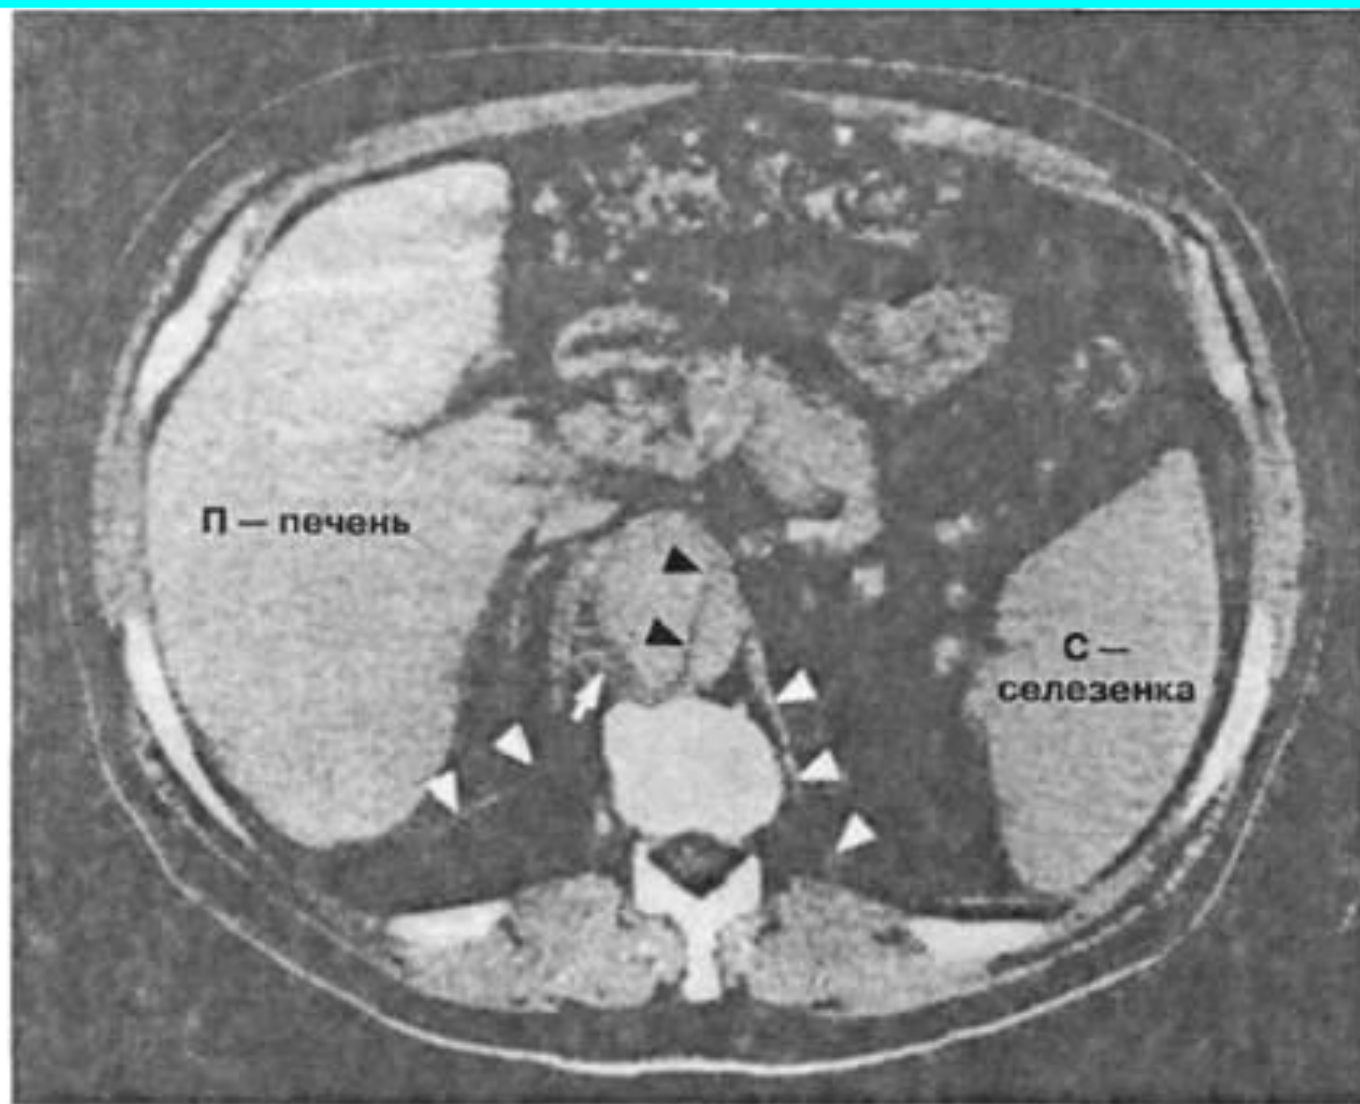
КТ органов брюшной полости у больного с расслаивающей аневризмой аорты. При введении контраста выделяет лоскут интимы, разделяющий контрастированные истинный и ложный просветы нисходящей аорты (черные стрелки). Белая стрелка указывает на тромб внутри аорты. П — печень, С — селезенка, белые стрелочные головки, ножки диафрагмы
